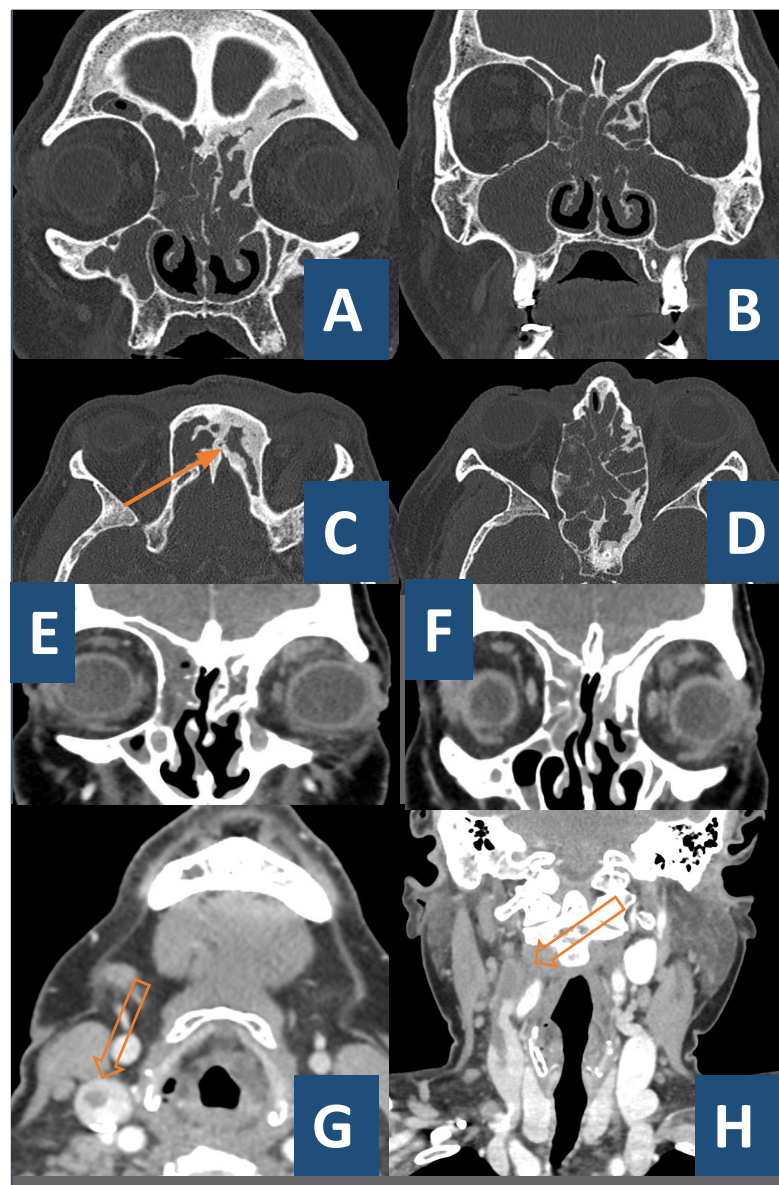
Las imágenes muestran cortes coronales (A, B) y axiales (C, D) en ventana ósea, y cortes coronales (E, F, H) y axial (G, I) en ventana de partes blandas de un TC de cráneo y macizo facial (G y H TC de cuello con contraste). Se objetiva opacificación prácticamente total de celdillas etmoidales, senos maxilares, frontales y etmoidal con remodelado óseo en seno frontal izquierdo (*flecha*) indicativo de cronicidad. En imágenes G y H se objetiva un defecto de repleción en vena yugular derecha (*flecha hueca*), así como dilatación y ocupación de vena oftálmica derecha, en relación con trombosis.
